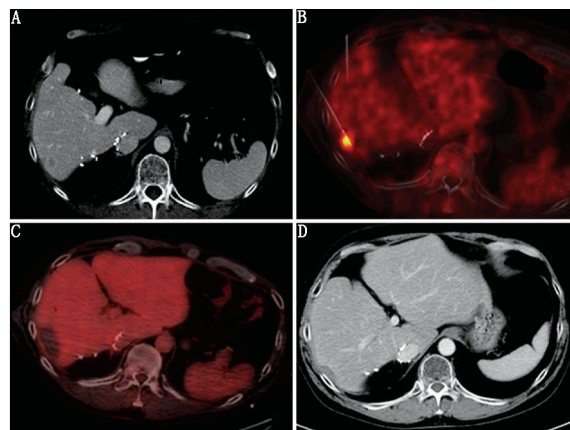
结直肠癌肝转移患者(男,54 岁)经皮 PET/CT 引导射频消融(RFA)。A.肝 5 段 1.3 cm×1.0 cm 病变动脉增强出现快进快出;B、C.应用分剂量技术 PET/CT 引导微波消融(MWA)靶向定位肿瘤(B)并立即评估消融完全性(C);D.消融后 8 周和此后每 2~4 个月随访增强 CT,可见消融后 2 年消融区持续缩小
